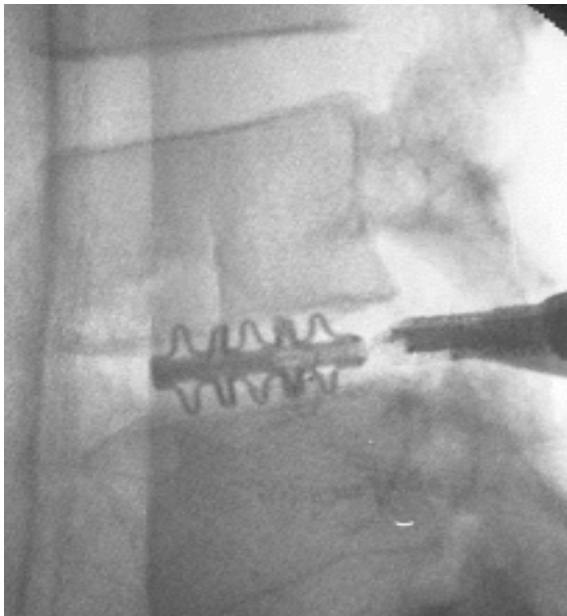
Intraoperative latero-laterale Röntgenaufnahme eines B-Twin-Implantates. Die fünf Flossenpaare sind gut erkennbar. Auf der dorsalen Seite sieht man noch das Einbring-instrumentarium.
